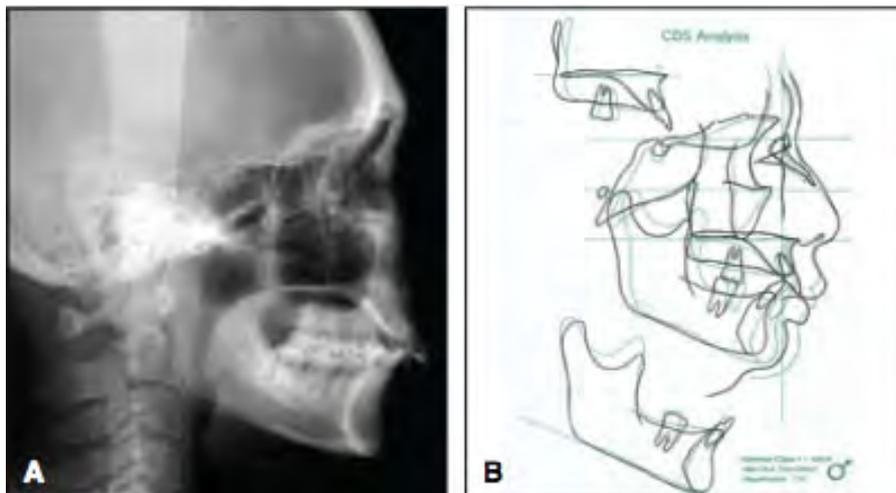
Téléradiographie de début de traitement et tracé en comparaison avec les normes des adultes japonais (47)
